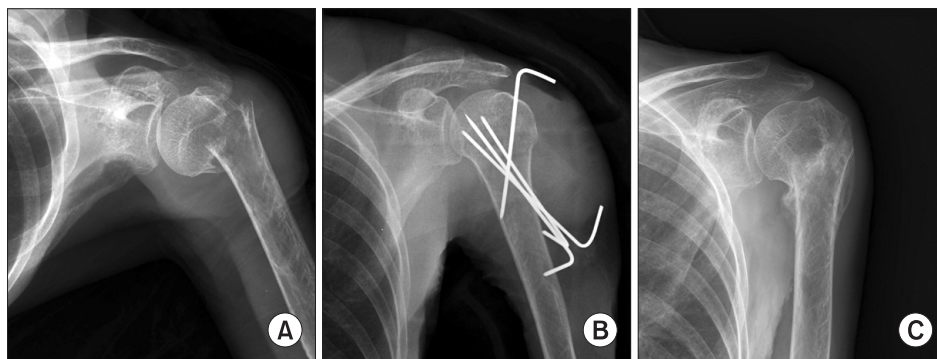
A 68-year-old woman who was treated using closed reduction and percutaneous pinning. (A) The preoperative radiograph shows displaced proximal humerus fracture. (B) The postoperative radiograph shows that three pins are passed through lateral cortex and one pin is inserted from greater tuberosity. (C) The radiograph taken at last follow up shows bony union. Patient's clinical result using Neer's criteria was good and neck shaft angle using Paavolainen's method was good.
